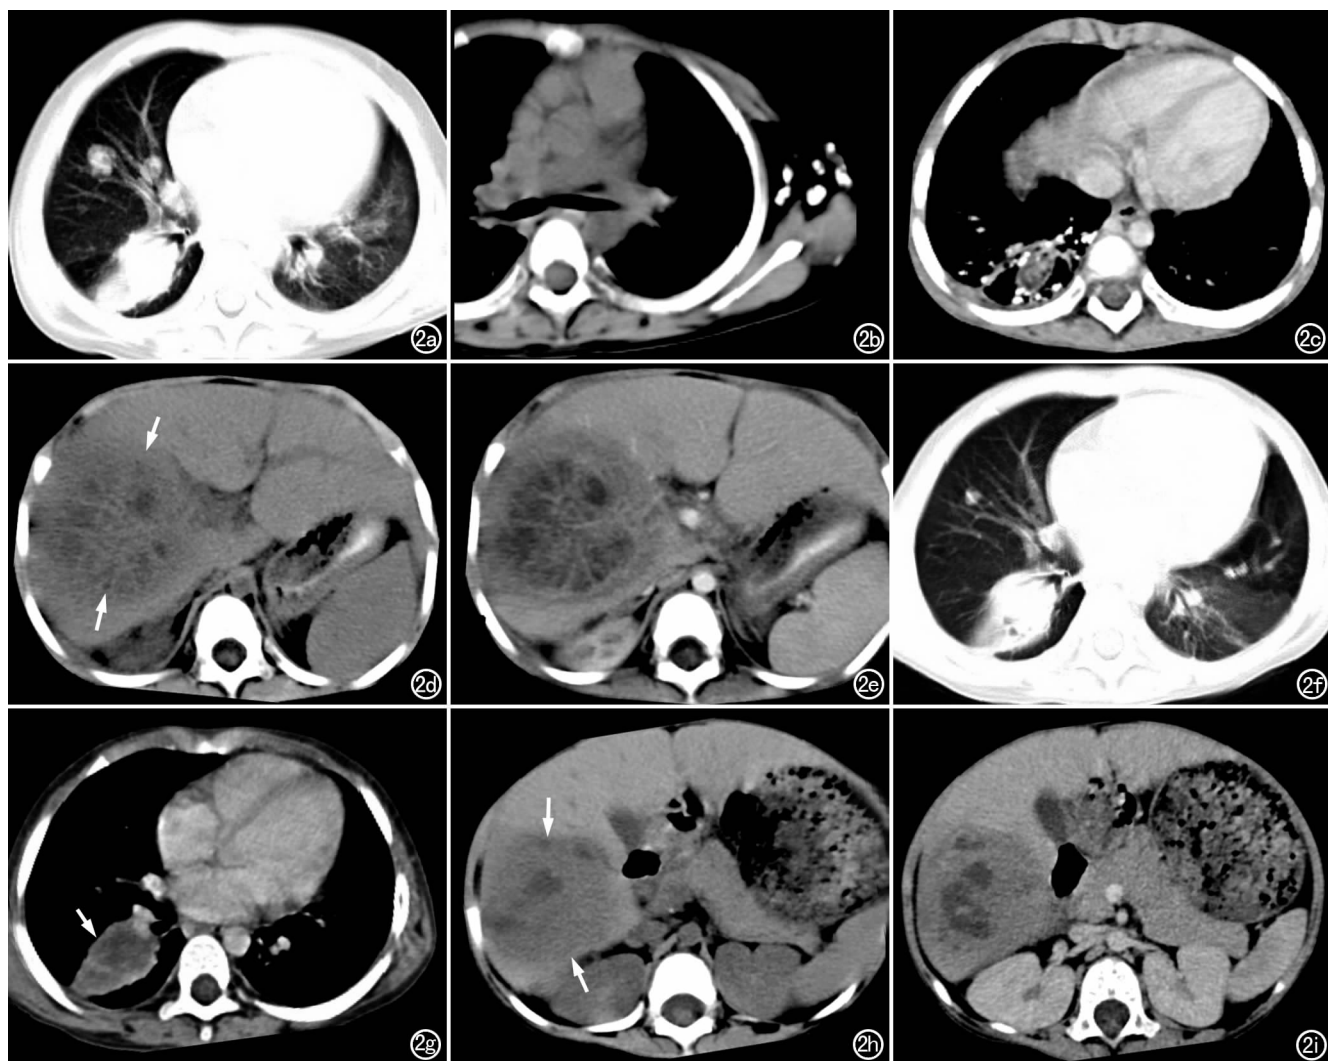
女,3.5岁,免疫缺陷病合并慢性肉芽肿病。a)首次胸部CT平扫肺窗,示右肺下叶团块样实变影,右肺中叶内散在结节;b)胸部CT平扫纵隔窗,示左腋下多发淋巴结钙化;c)CT增强扫描示右肺下叶囊实性病变,周围散在钙化,右侧胸膜增厚;d)腹部CT平扫示肝右叶内囊实性病灶(箭),内部密度不均匀,呈“轮辐”状改变,脾脏增大;e)增强扫描示肝内病变呈不均匀强化,分隔呈轻度一中度强化。治疗两个月后复查;f)胸部CT平扫示右肺下叶实变较前范围缩小,右肺中叶多发结节数量减少;g)胸部CT增强扫描示右肺下叶脓肿形成(箭),强化不均匀,其内可见低密度液化坏死区,边界尚清;h)腹部CT平扫,肝内囊实性病变范围缩小(箭),低密度坏死区缩小,实性部分的范围相对扩大;i)腹部CT增强扫描延迟期,示肝内病变边界更加清楚,液化坏死区缩小。
